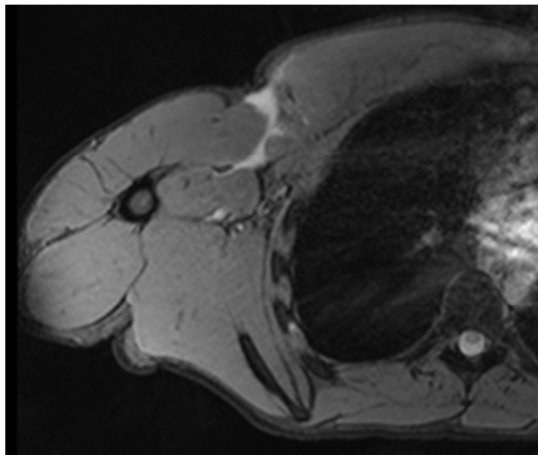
Corte axial de RMN. Muestra rotura completa de la unión miotendinosa del haz medio e inferior del músculo pectoral mayor derecho con retracción medial.
